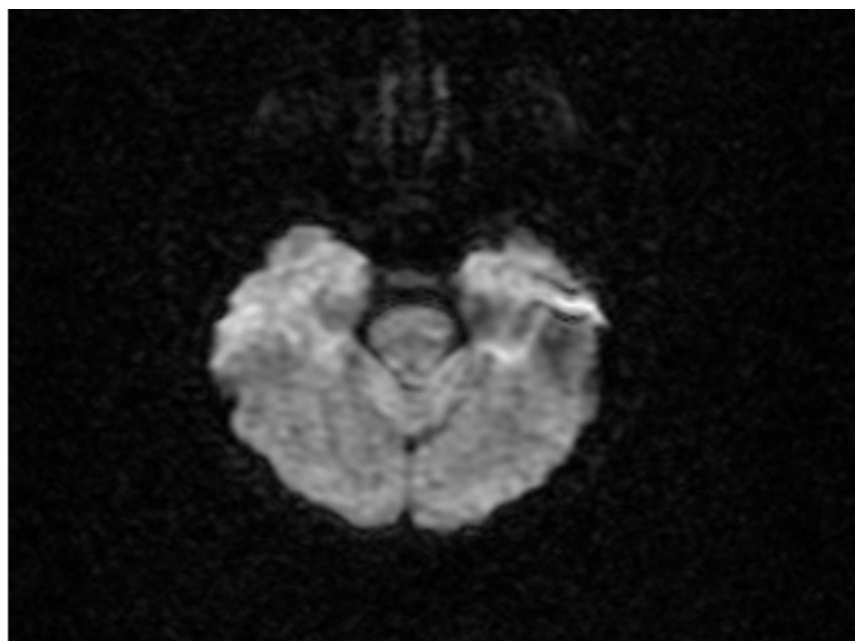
RM funcional, corte axial. Hipoperfusión e hipometabolismo focal en región media del lóbulo temporal izquierdo
